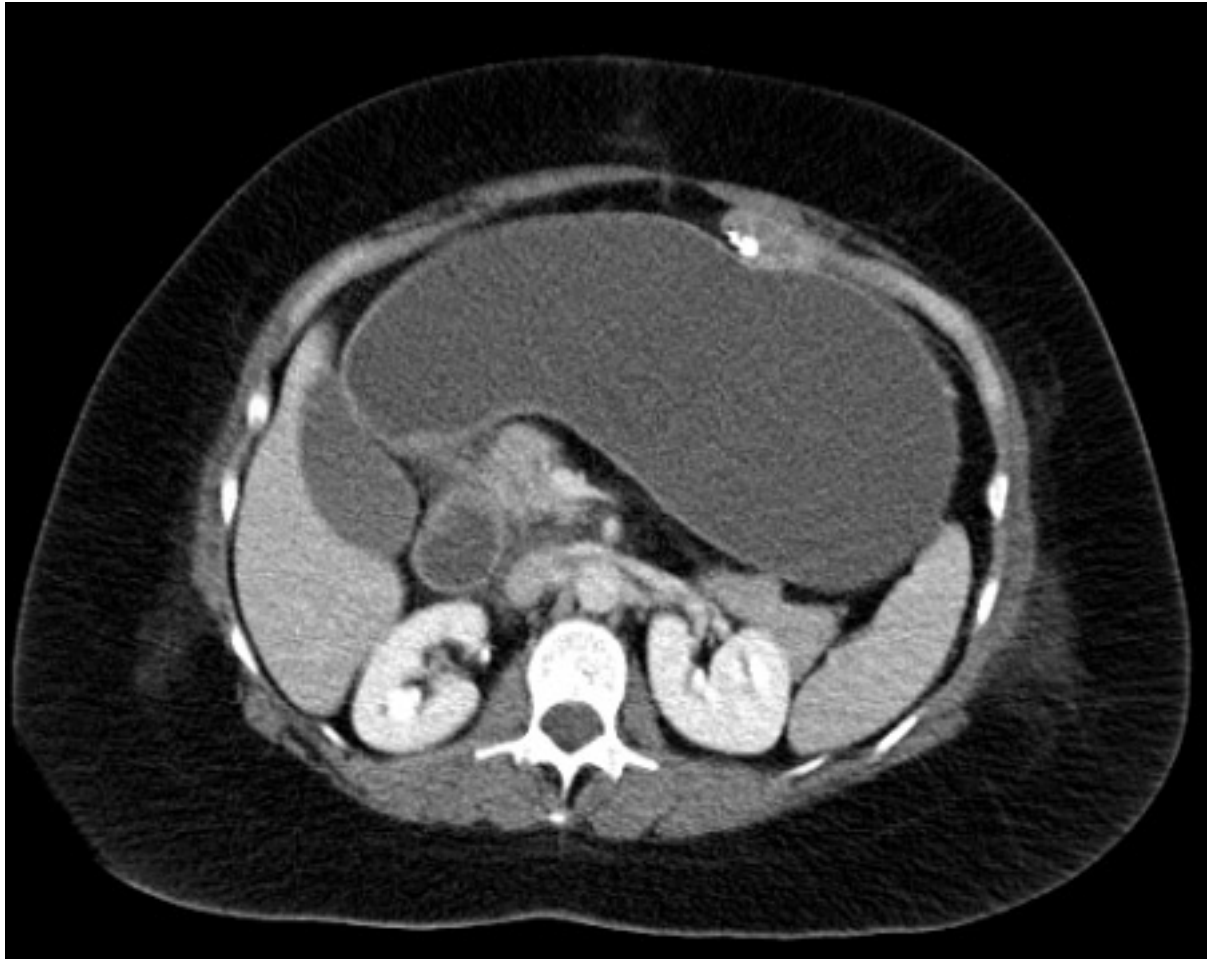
Tomografia computadorizada (TC) do abdome no mesmo paciente revela um remanescente gástrico extremamente dilatado. Com orientação da TC, um remanescente dilatado é facilmente acessado por via percutânea
